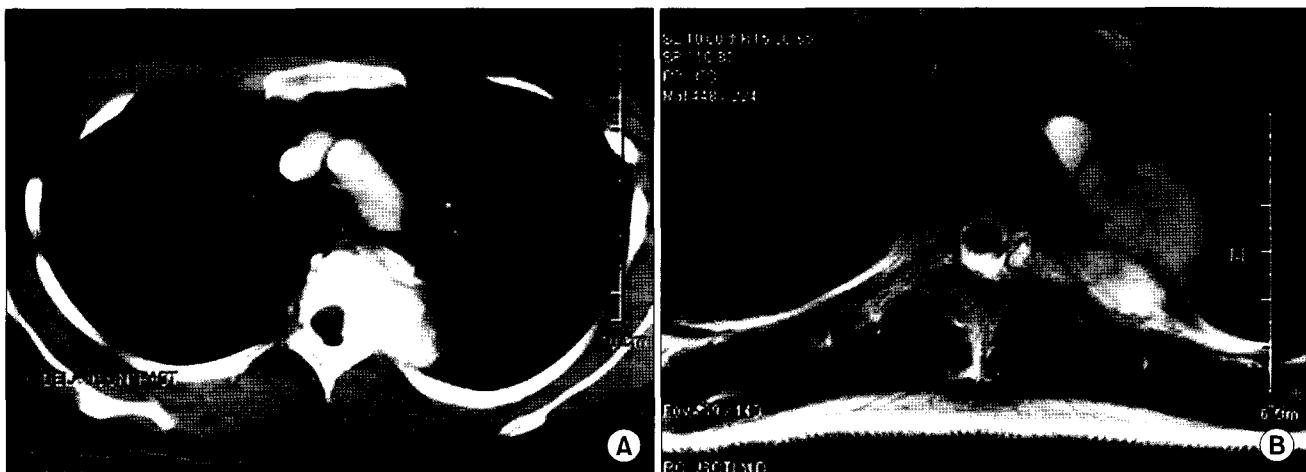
(A) CT scan shows well marginated mass in the paravertebral area on T4 and T5 vertebral level. Partial component of mass extends to spinal canal through intervertebral foramen. (B) MRI shows paraspinal mass on the T4 body level deriving deviation of spinal cord into the right side without cord signal change.
